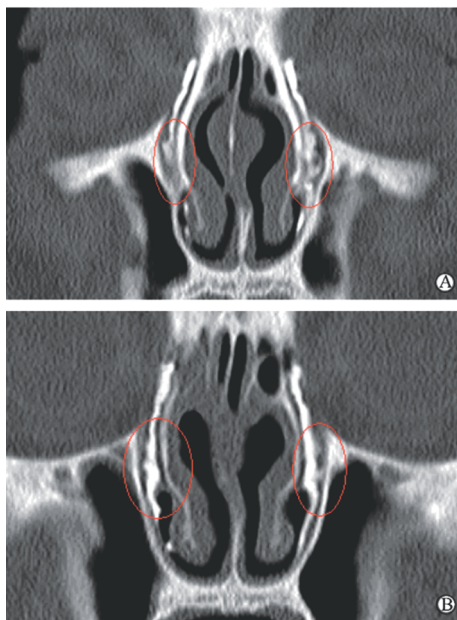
冠状位 CT 泪囊造影术和三维重建术前(A)、后(B)对比
